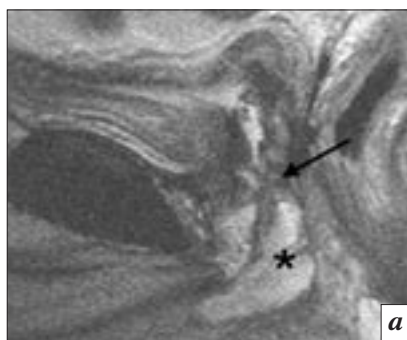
МРТ малого таза, T2-ВИ в сагиттальной плоскости (а), МР-урография (б).
